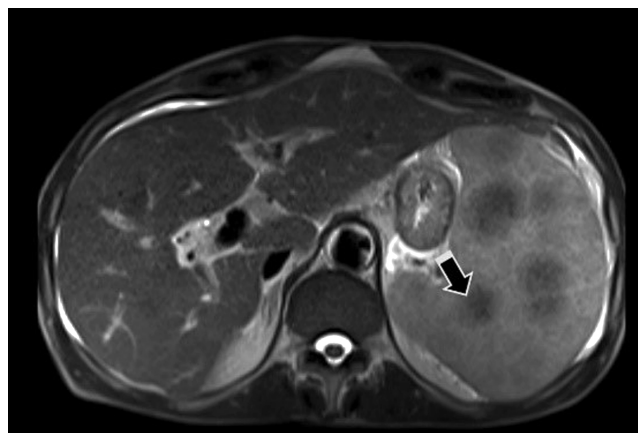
RM de abdomen que muestra nodulos hipointensos en el bazo (flecha), adenomegalias en el hilio hepático y retroperitoneales. Además, se evidencia un patrón nodular de implantes peritoneales perihepáticos y en el omento mayor. Archivo de los autores.
